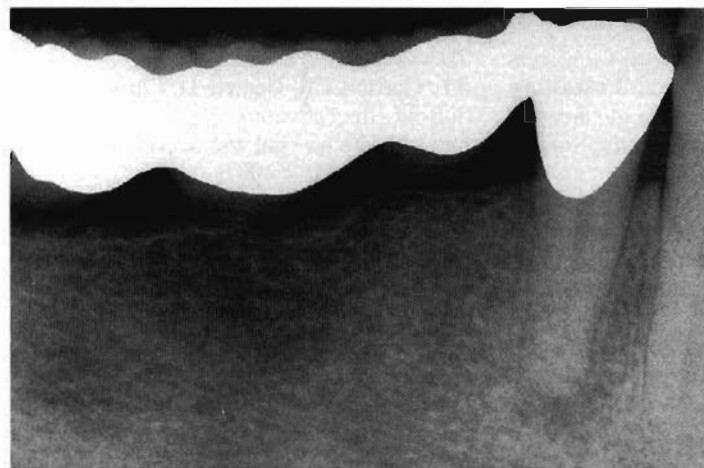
Radiografia preoperatoria del primo premolare inferiore destro che necessita di trattamento endodontico.
